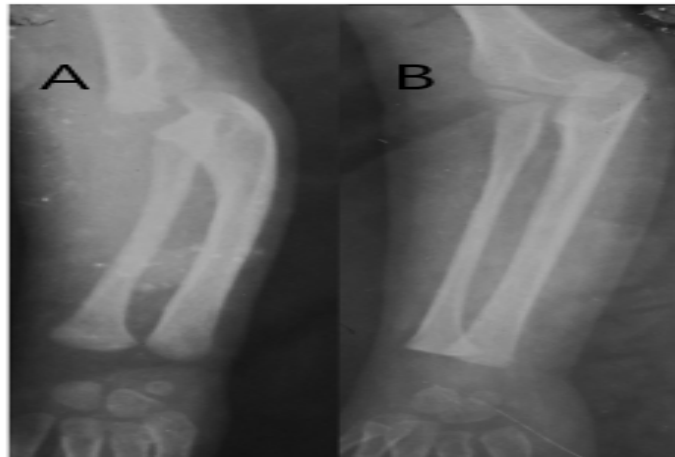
Radiographie montrant une main bote radiale type I (B) et type II (A).
